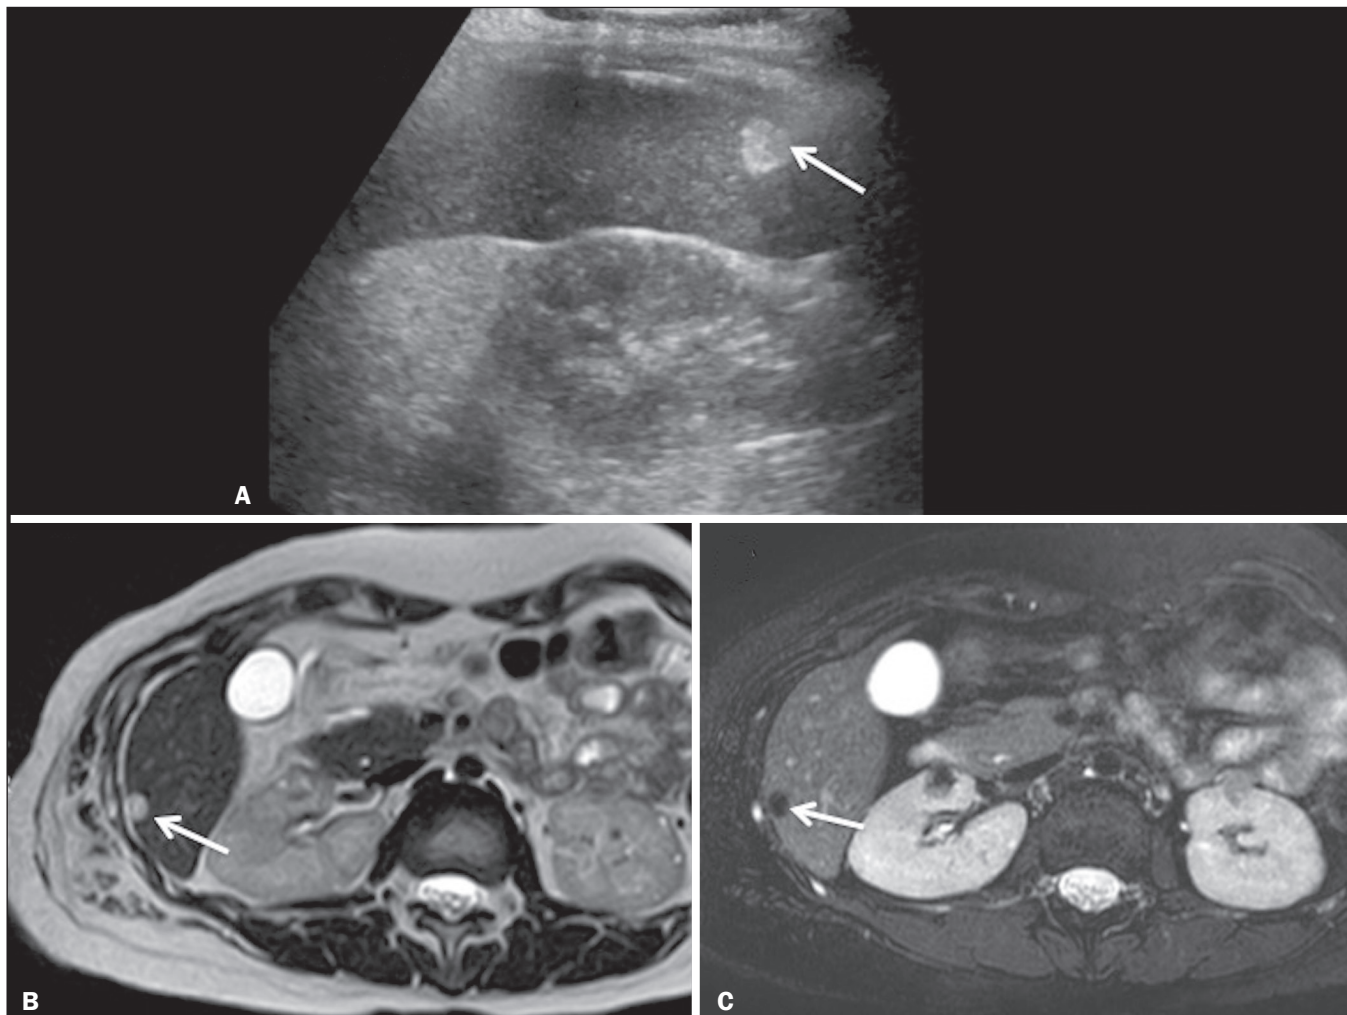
Lipoma hepático. Adolescente do sexo feminino, 15 anos de idade, com esclerose tuberosa. A: US hepática demonstra lesão nodular circunscrita hiperecogênica (seta). B: Ressonância magnética ponderada em T2 mostra pequena lesão redonda com nítido hipersinal (seta) e com evidente perda de sinal na sequência com supressão do sinal da gordura (C) (seta), comportamento semelhante ao do tecido subcutâneo, comprovando ter componente gorduroso na lesão e possibilitando o diagnóstico de lipoma.
